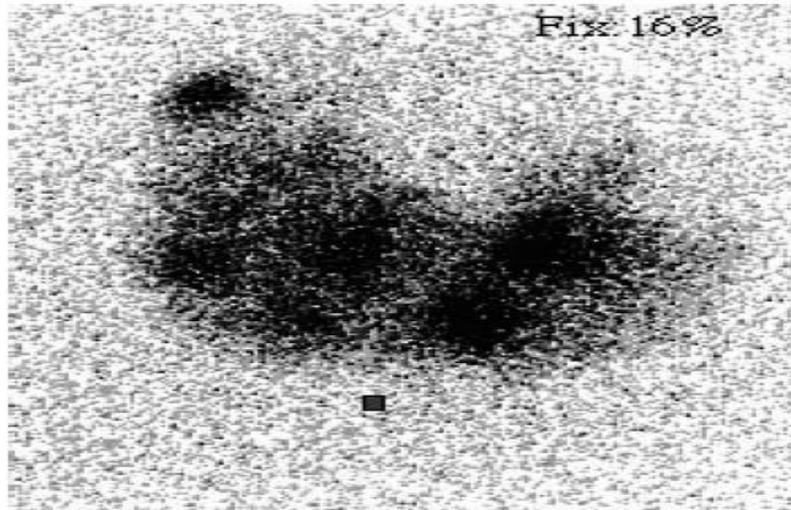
Goitre multinodulaire toxique en scintigraphie à l'iode ^{123}I .
